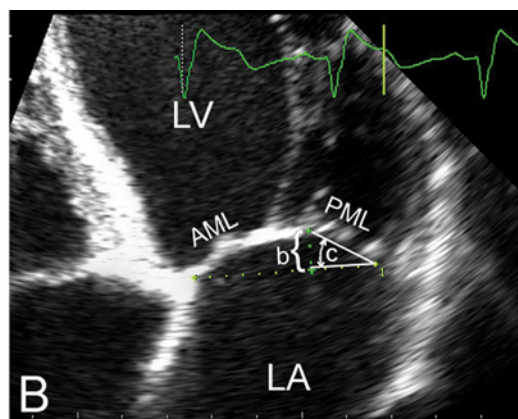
Meritve parametrov deformacije mitralne zaklopke pri IMR. A: Parasternalni vzdolžni presek, mezosistola. B: Apikalni presek 4 votlin, mezosistola. (*a* = površina šotoraste deformacije (*angl.* tenting area); *b* = razdalja stika (*angl.* coaptation distance/depth); *c* = kot zadnjega lista mitralne zaklopke; LA = levi preddvor; LV = levi prekat; Ao = aorta; AML = sprednji list mitralne zaklopke; PML = zadnji list mitralne zaklopke).
